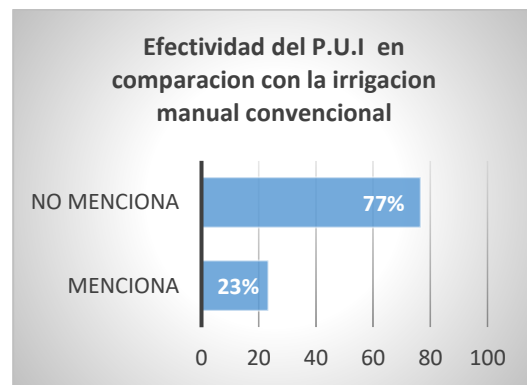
Variable 2- Efectividad de la Irrigacion Pasiva Ultrasonica en comparacion con la Irrigacion manual convencional
